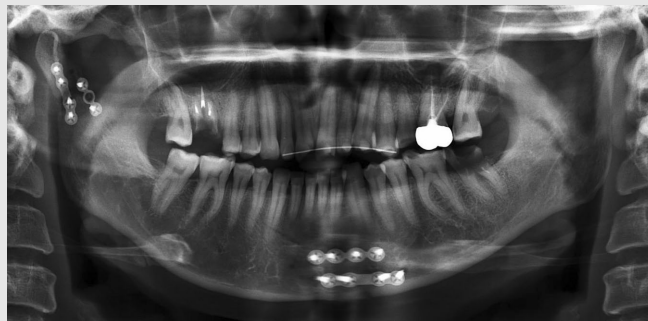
Panoramic radiograph showing plate fracture(After 5 months of the operation, patient in the RMA group)
